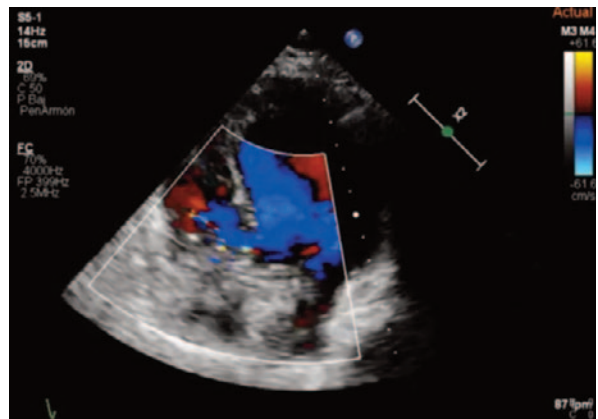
Ecocardiograma con imagen compatible con vegetación
